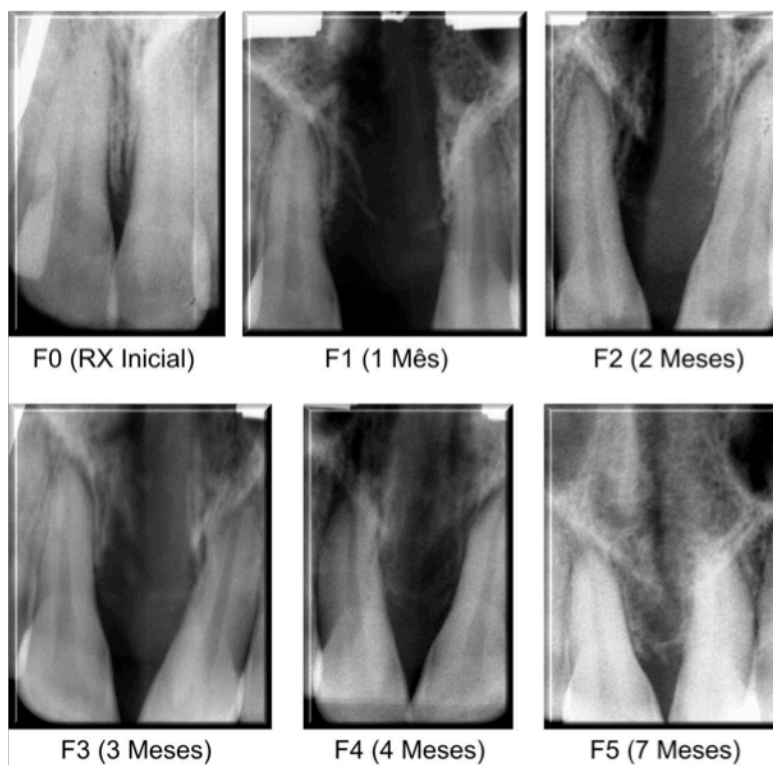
Radiografias digitais SPM anterior do paciente quatro, nos tempos medidos no pré-operatório (F0), um mês pós-operatório (F1), dois meses (F2), três meses (F3), quatro meses (F4) e sete meses (F5) do grupo *laser*.
